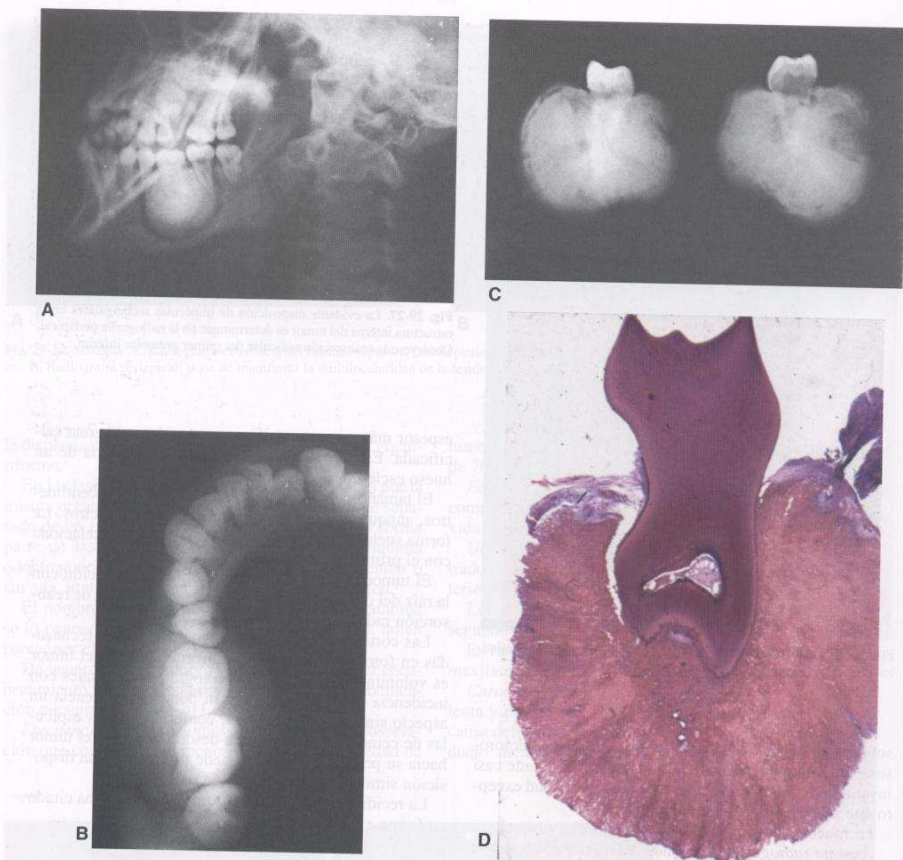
Cementoblastoma benigno. A. Técnica extrabucal de rama horizontal: masa radioopaca homogénea con una amplia zona radiolúcida que la separa del tejido óseo normal. Obsérvese el rechazo del conducto dentario inferior hacia la basal maxilar. B. Radiografía oclusal: se observa un aspecto similar a "vidrio esmerilado" que eventualmente presenta el tumor. C. Pieza posoperatoria: pone de manifiesto la característica intrínseca de la lesión y su íntima relación con el molar afectado. D. Corte histológico que muestra el cementoblastoma unido a la raíz dentaria.
